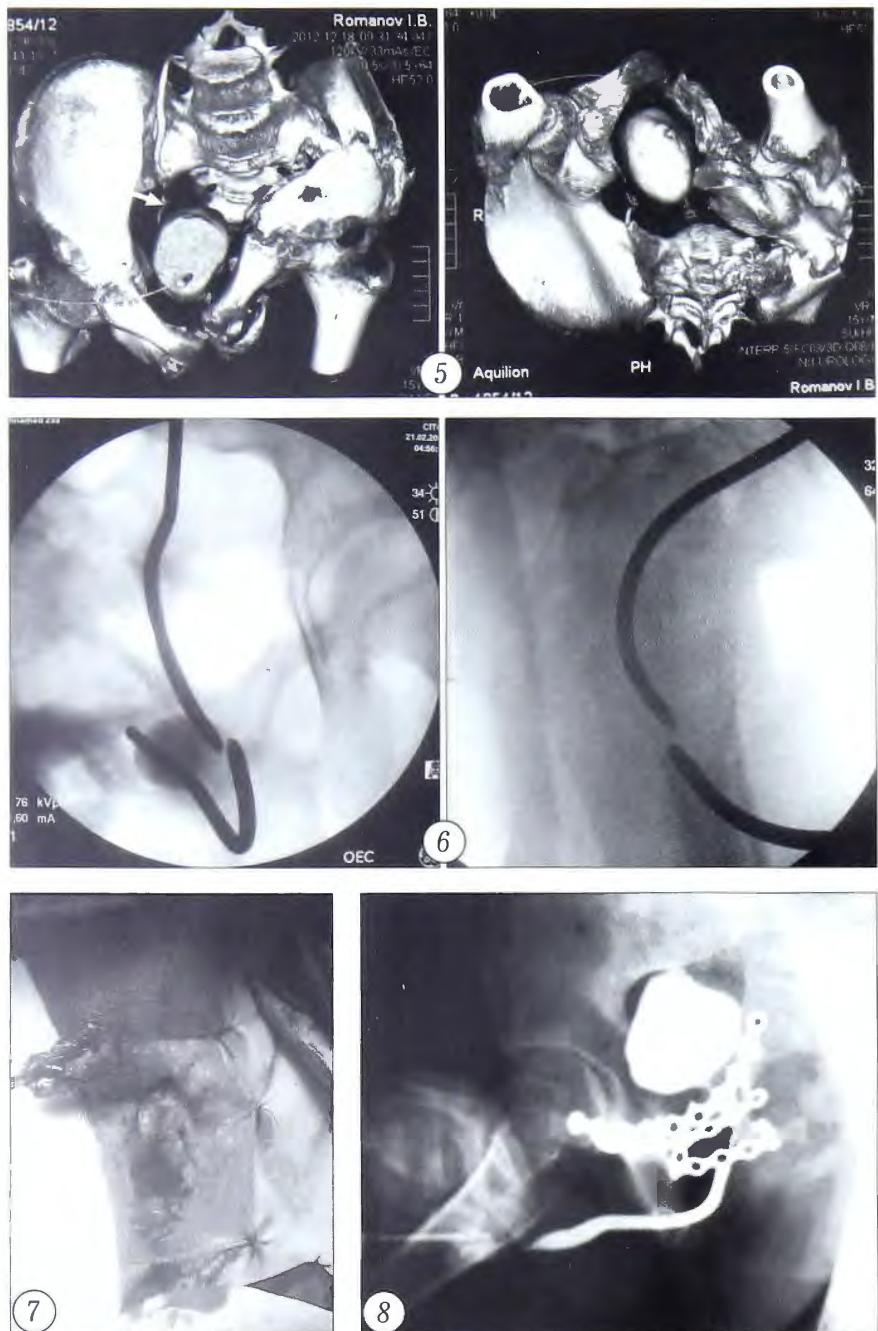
Тот же больной. Компьютерная томограмма таза с контрастированием нижних мочевыводящих путей. Стрелкой указан пузырно-мочеточниковый рефлюкс.
